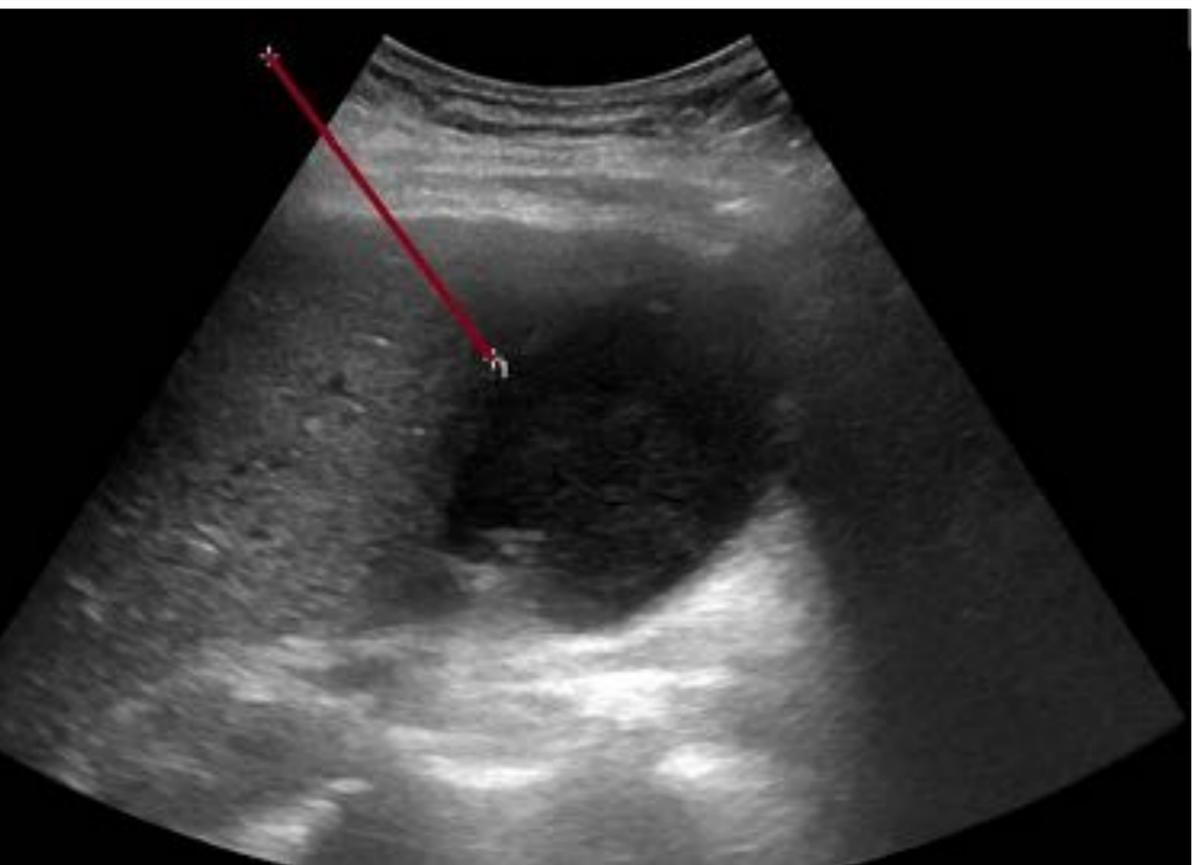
Ecografía precolecistostomía en la que se evalúa abordaje transhepático.
